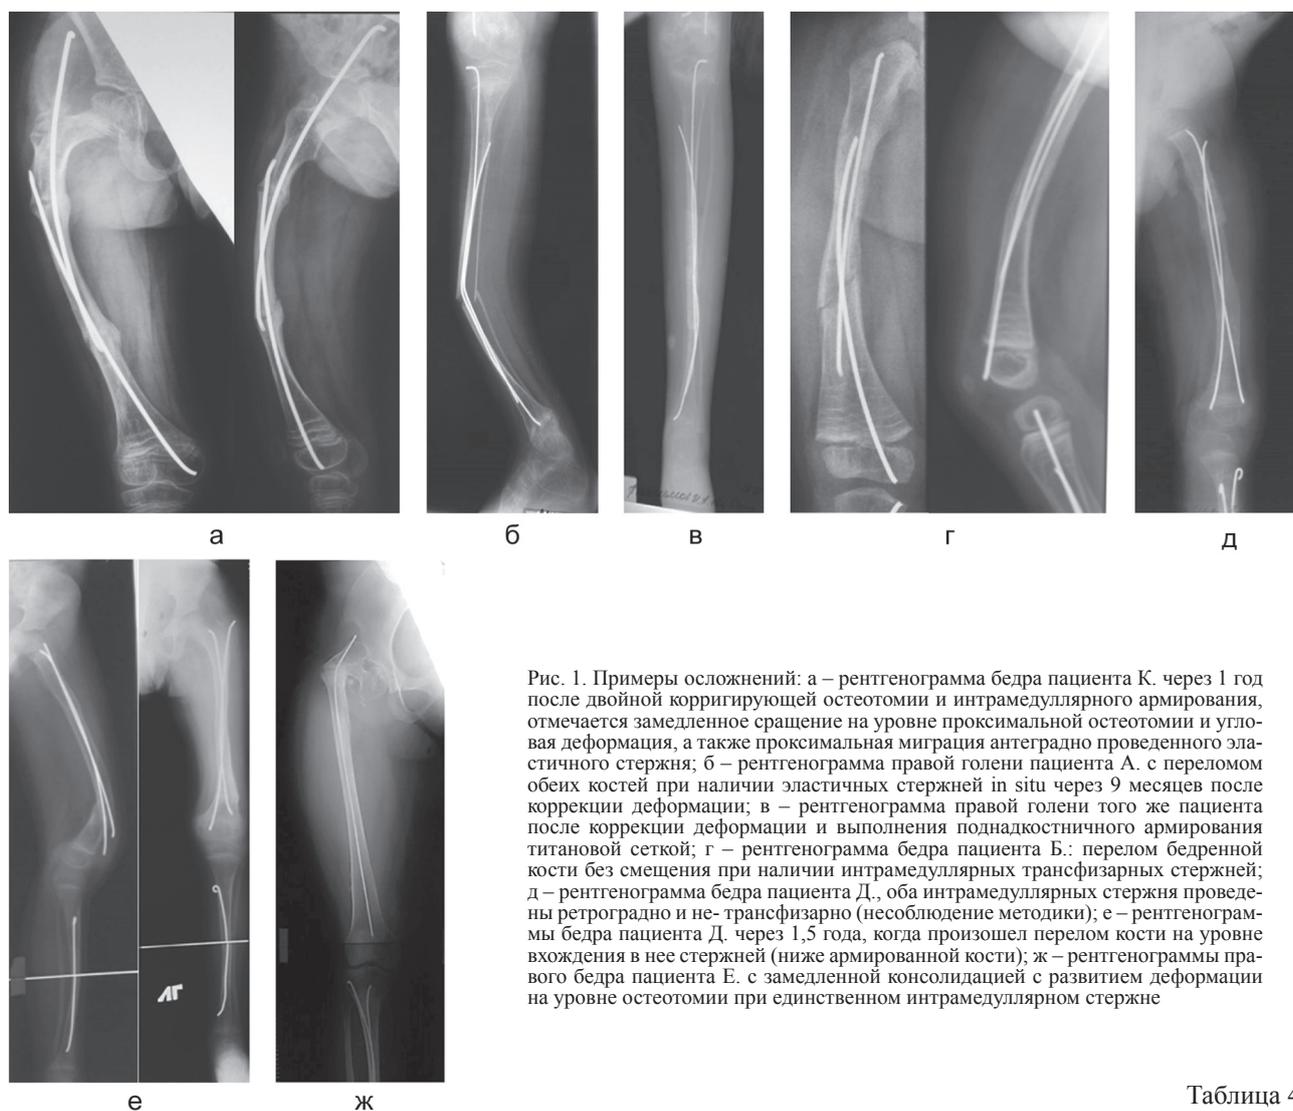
Примеры осложнений: а – рентгенограмма бедра пациента К. через 1 год после двойной корригирующей остеотомии и интрамедуллярного армирования, отмечается замедленное сращение на уровне проксимальной остеотомии и угловая деформация, а также проксимальная миграция антеградно проведенного эластичного стержня; б – рентгенограмма правой голени пациента А. с переломом обеих костей при наличии эластичных стержней in situ через 9 месяцев после коррекции деформации; в – рентгенограмма правой голени того же пациента после коррекции деформации и выполнения поднадкостничного армирования титановой сегткой; г – рентгенограмма бедра пациента Б.: перелом бедренной кости без смещения при наличии интрамедуллярных трансфизарных стержней; д – рентгенограмма бедра пациента Д., оба интрамедуллярных стержня проведены ретроградно и не- трансфизарно (несоблюдение методики); е – рентгенограммы бедра пациента Д. через 1,5 года, когда произошел перелом кости на уровне вхождения в нее стержней (ниже армированной кости); ж – рентгенограммы правого бедра пациента Е. с замедленной консолидацией с развитием деформации на уровне остеотомии при единственном интрамедуллярном стержне
